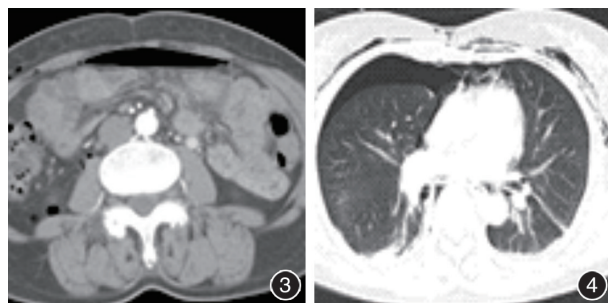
CT 见腹壁、腹腔及腹膜后积气 图 4 CT 见气胸, 胸壁、纵隔积气
